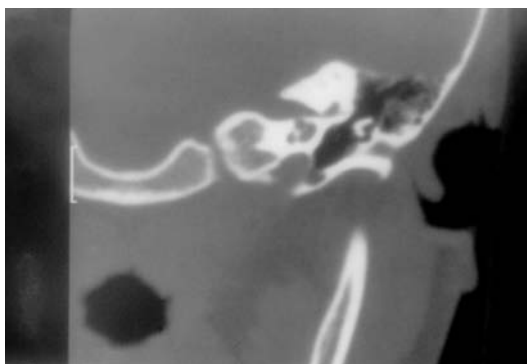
TC coronal que revela la existencia de una lámina ósea atrésica que sustituye al tímpano. El conducto auditivo externo está repleto de tejido embrionario. La cadena osicular es deformada.
